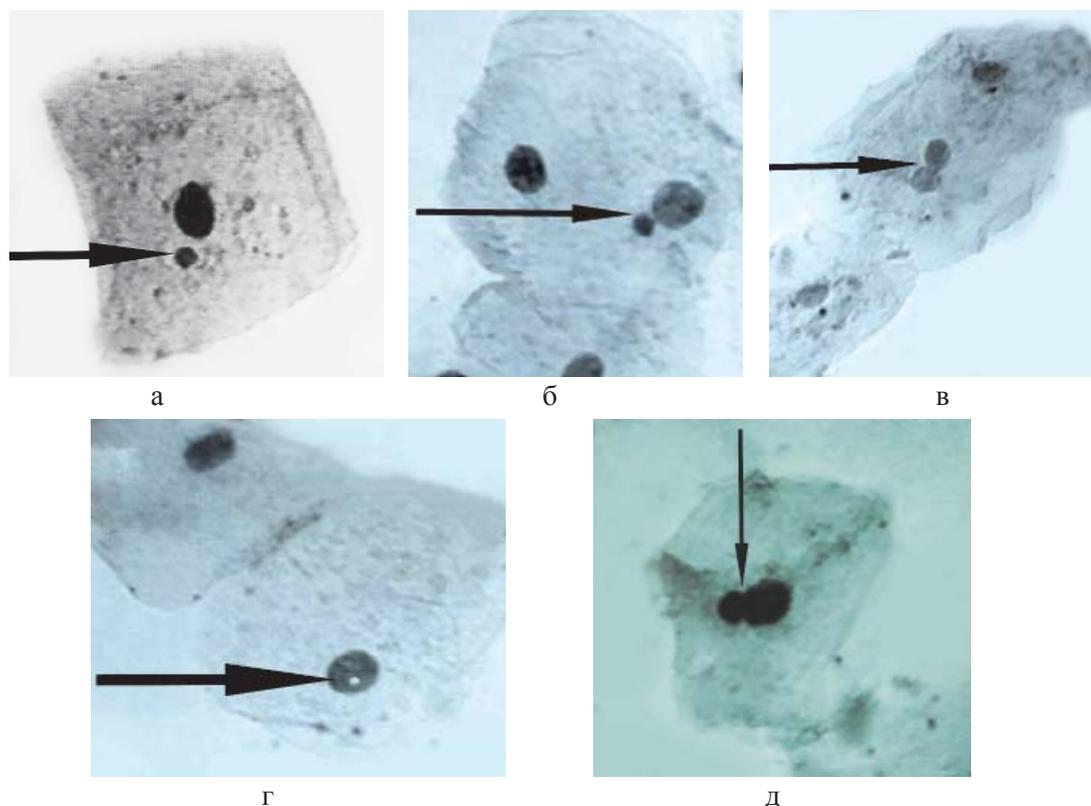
Цитологические нарушения в клетках буккального эпителия больных сахарным диабетом I типа: а – микроядра; б – протрузия типа «разбитое яйцо»; в – протрузия типа «язык»; г – перинуклеарные вакуоли; д – насечки
